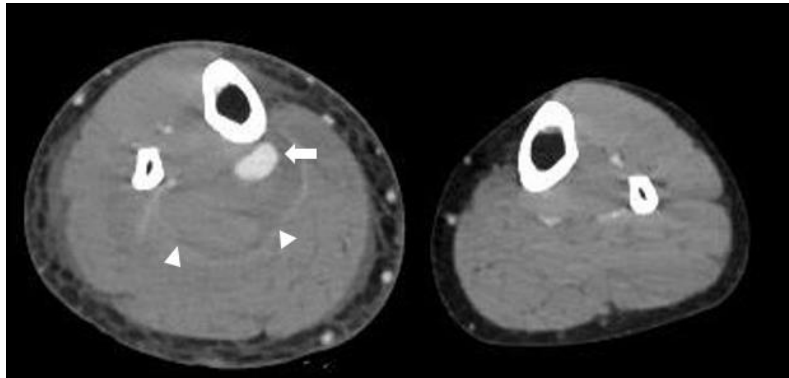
Computed tomography venography revealed aneurysmal rupture of right posterior tibial artery (arrow) with hematoma formation (arrowheads) without deep vein thrombosis.
